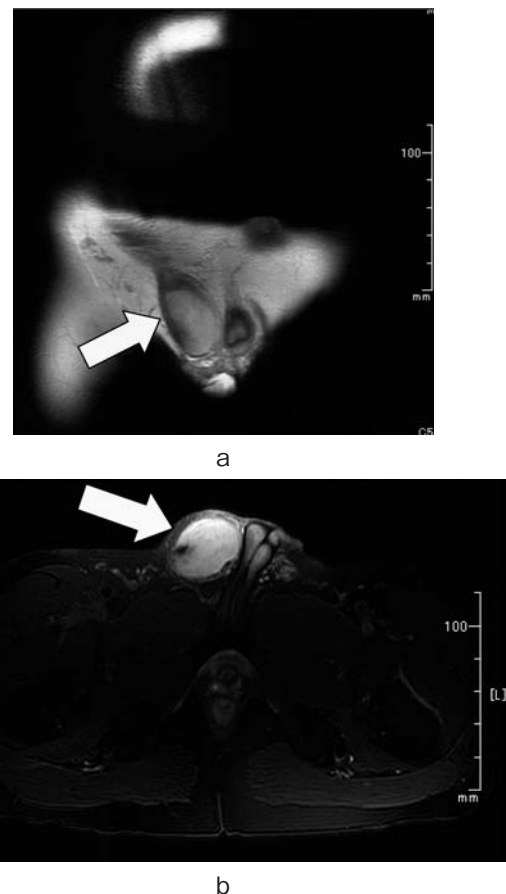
MRI showed a right spermatic cord tumor with low-intensity on T2WI and high-intensity on DWI (arrow). (a) T2WI, (b) DWI.
